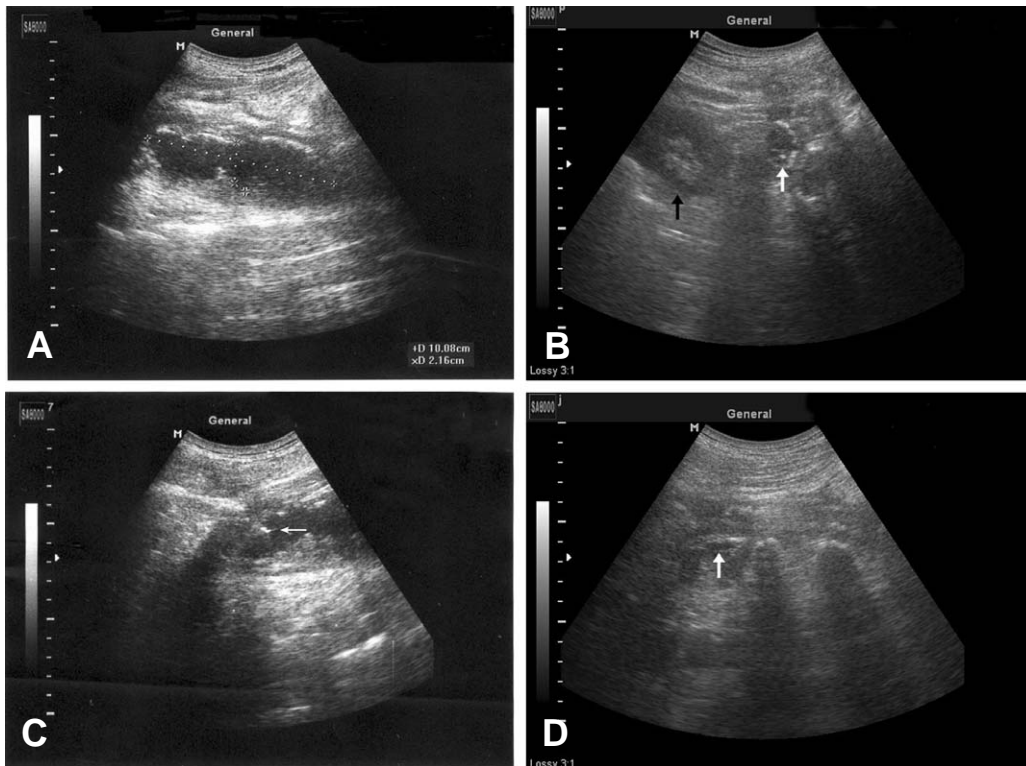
(A) Ultrasonography on longitudinal scan shows a hypoechoic lesion (10.08×2.16 cm) in psoas muscle. (B) Transverse scan also shows a hypoechoic lesion (white arrow). Kidney can be seen laterally (black arrow). (C) Longitudinal scan shows accurate needle position (arrow) in abscess during aspiration. (D) Ultrasonography shows collapsed abscess cavity (arrow) after aspiration.
